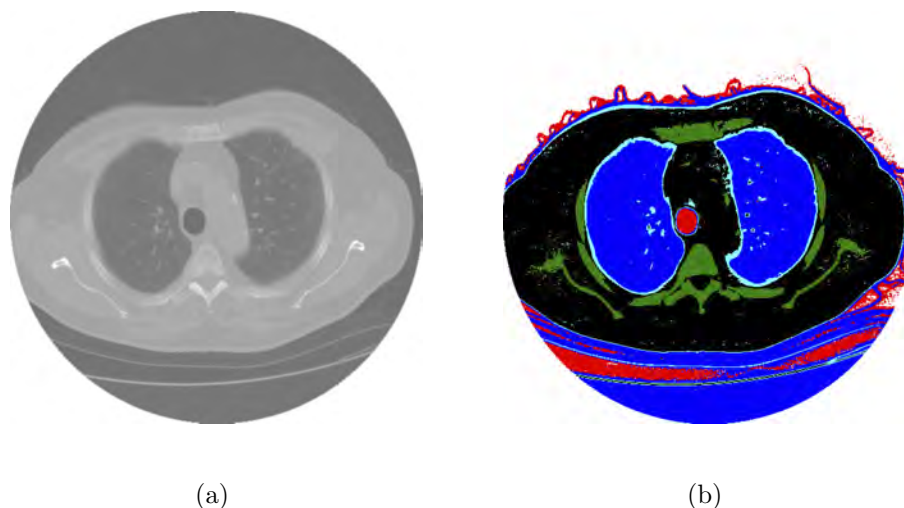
imagem de TC dos pulmões obtida na posição axial, a) obtida com TC multidetectora; b) representação das faixas de densidades (REBOUÇAS FILHO, 2010).
